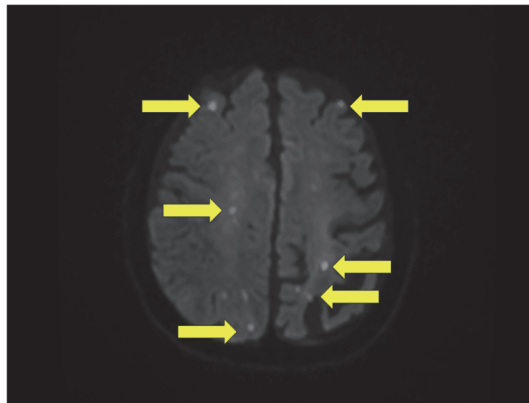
頭部MRI (拡散強調像) (第2病日施行)
